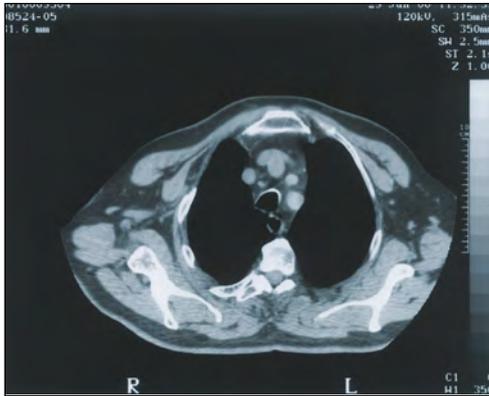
Estudio de tórax mediante TAC. Según la ventana elegida para la representación se puede representar el pulmón o las partes blandas (pared torácica y mediastino).
